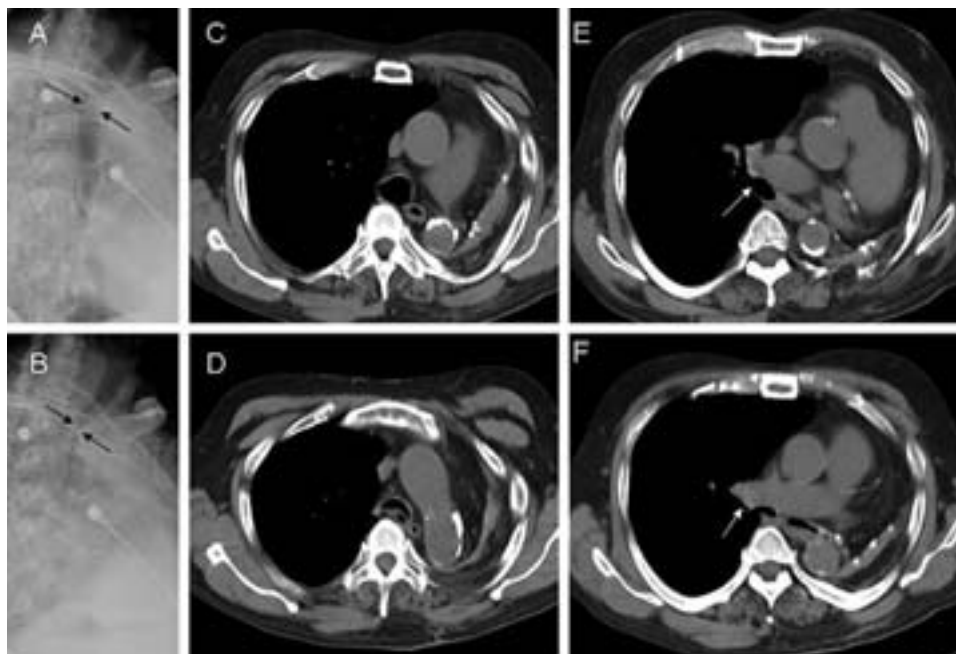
Proiezione obliqua anteriore destra della trachea durante la cine-fluoroscopia. C'è una significativa riduzione del lume tracheale nel passaggio dall'inspirazione (riquadro superiore sin., A) all'espirazione (riquadro in basso a sin., B). La TC dinamica in inspirazione (riquadro superiore centrale, C) ed in espirazione (riquadro inferiore centrale, D) mostra il collasso degli anelli cartilaginei anteriori a carico del tratto medio-distale della trachea con aspetto a mezzaluna durante l'espirazione. Il lume del bronco principale destro si evidenzia durante l'inspirazione (riquadro in alto a destra, E) e l'espirazione (riquadro in basso a destra, F). Questi riscontri coesistono con la tracheobroncomalacia a mezzaluna. La rotazione delle strutture mediastiniche, l'erniazione del polmone destro nell'emitace sinistro e la compressione del bronco principale di destra tra il corpo vertebrale e l'arteria polmonare destra coesistono nella sindrome post-pneumectomia.
